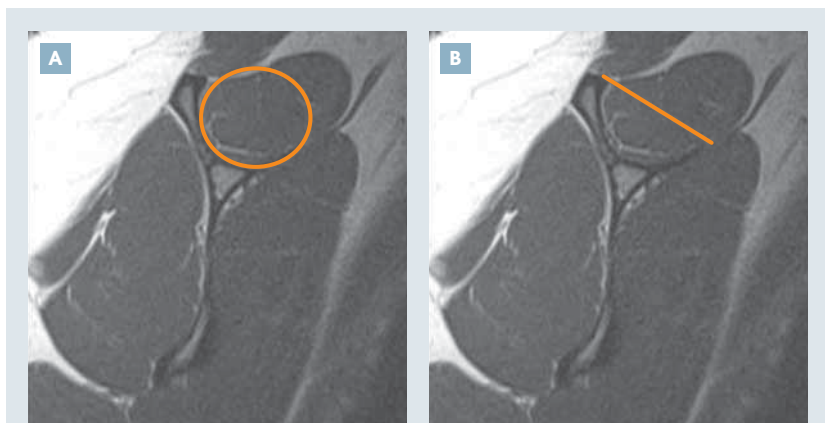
Coupe en Y sur vue IRM sagittale oblique. A. Ratio d'occupation de la fosse supra-épineuse (> 1 dans ce cas). B. Ligne tangente de la fosse supra-épineuse.
